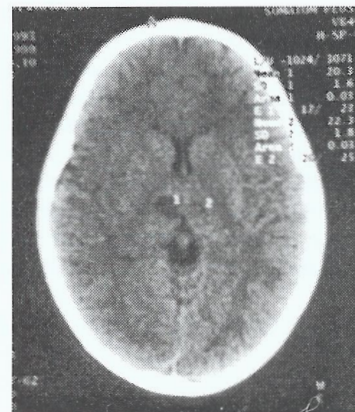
Lesões vasculares isquémicas talâmicas bilaterais (TAC CE).
